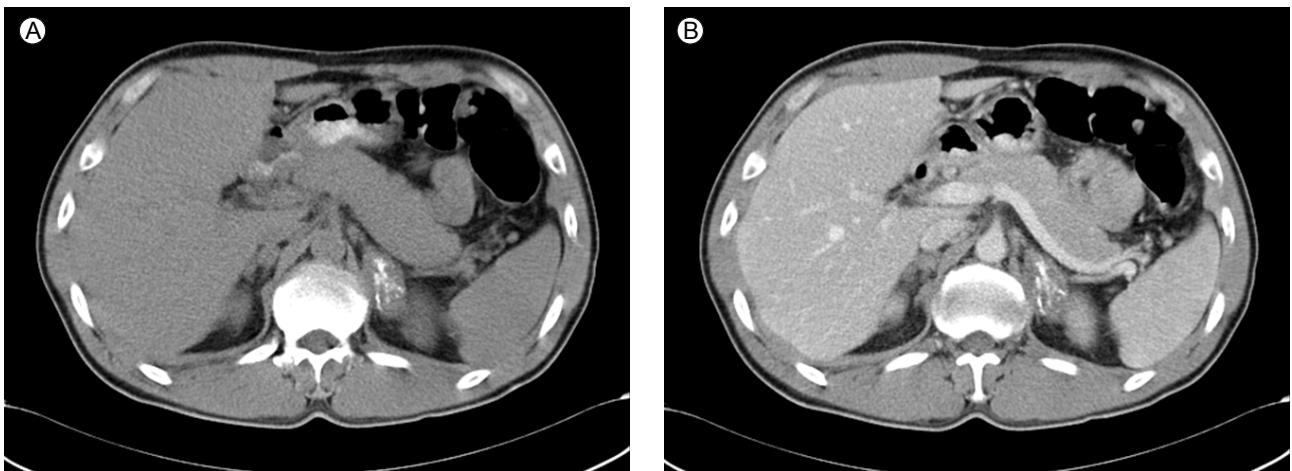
Computed tomography (CT) of the abdomen. (A) Non-enhanced CT revealed mild enlargement of both adrenal glands, with calcification. (B) Contrast-enhanced CT revealed weak parenchymal enhancement.
